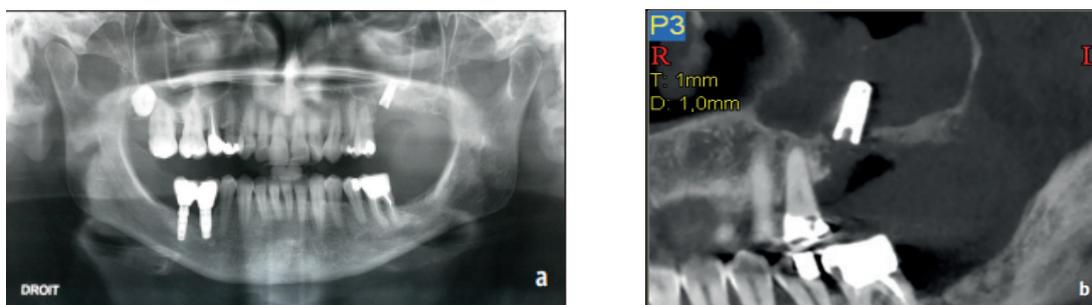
Radiographie panoramique (a) et cone beam (b) attestant d'un implant intra sinusien
